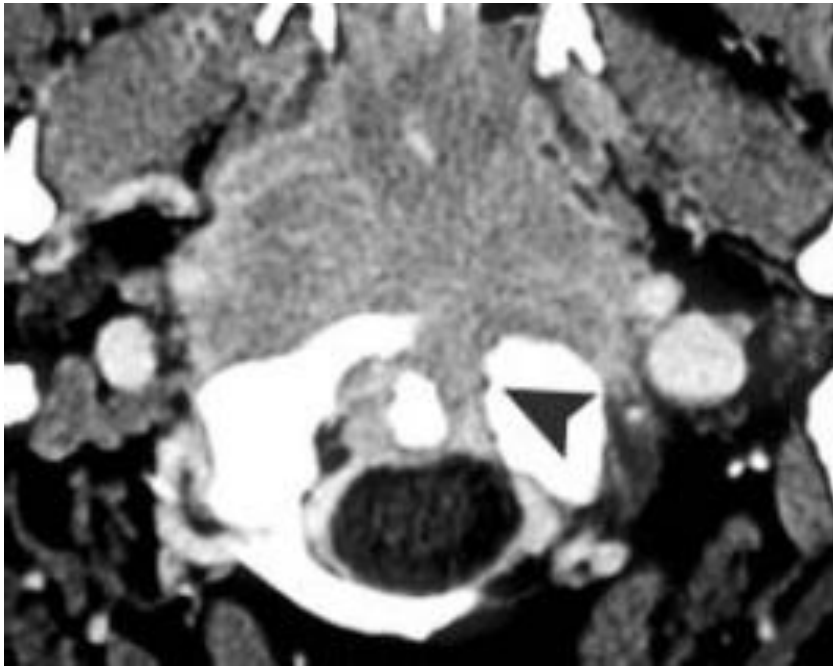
TDM en coupe axiale objectivant une extension postérieure et antérieure d'un cancer du nasopharynx. (41)
